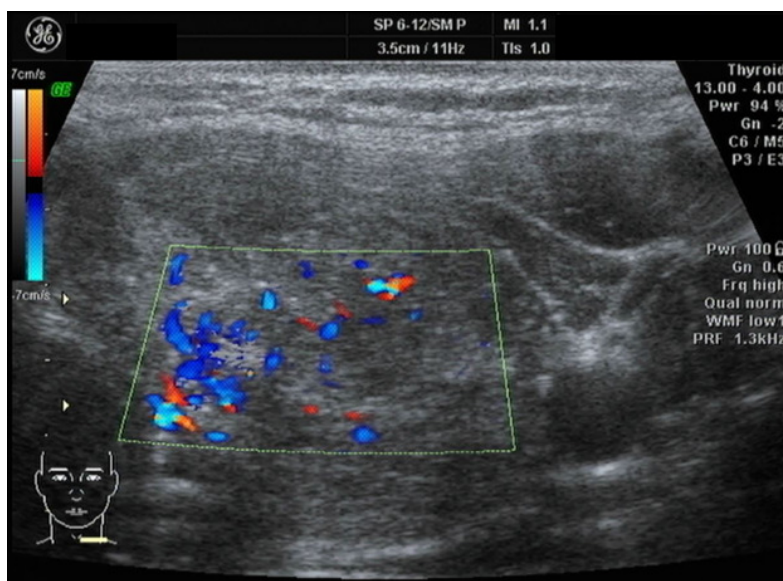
圖二、病患甲狀腺右葉 (color-Doppler echo)
